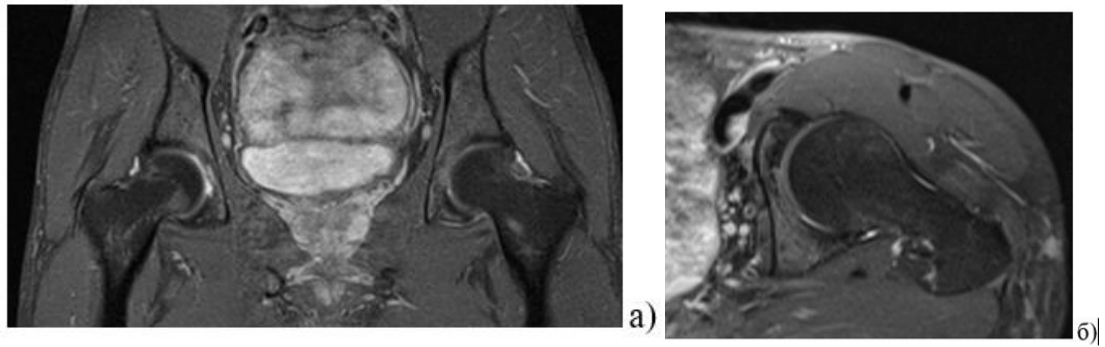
(а, б) – МРТ кульшових суглобів пацієнта 23 років з асептичним некрозом головки лівої стегнової кістки, 1 стадія за Ficat, тип C2 за ЛІС через 10 місяців після лікування за допомогою регенеративних інтервенційних технологій.
